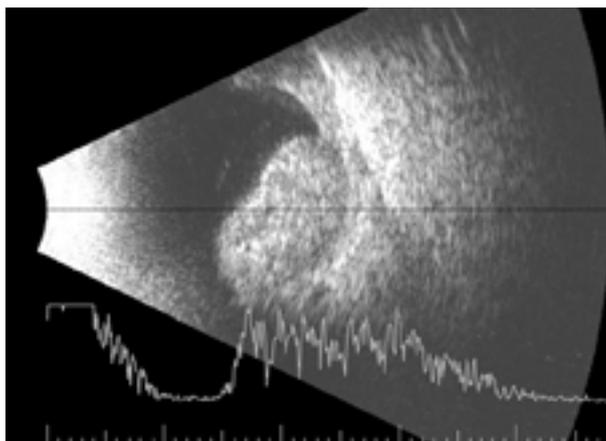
b. Varón de 71 años afecto de un carcinoma broncopulmonar con enfermedad metastásica multiorgánica. Metástasis en la úvea posterior muy prominente y multilobulada de localización retroecuatorial. Con solidez acústica e hiperreflectividad variable en la ecografía.
